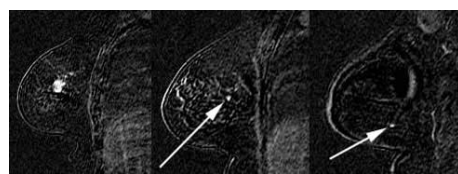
Examen IRM du sein droit de la même patiente. Il y a, en plus de la masse déjà connue et qui se rehausse de manière importante, deux petits foyers de rehaussement additionnels situés à distance de la lésion principale.
